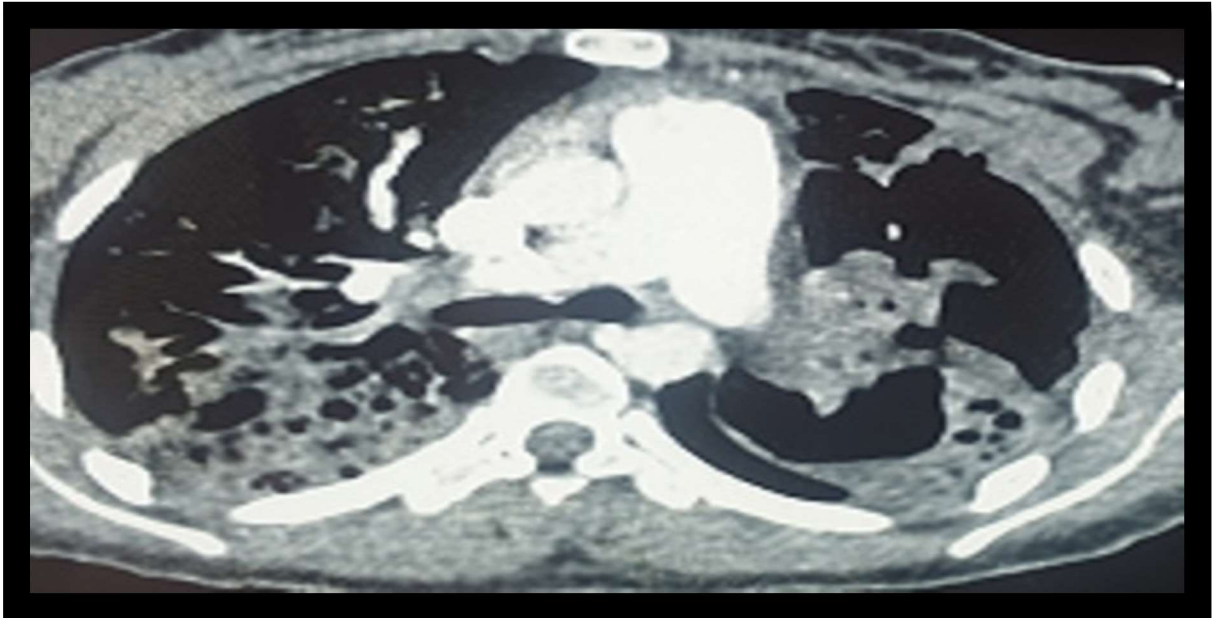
Angio-TDM d'un patient BPCO « D »avec embolie pulmonaire
